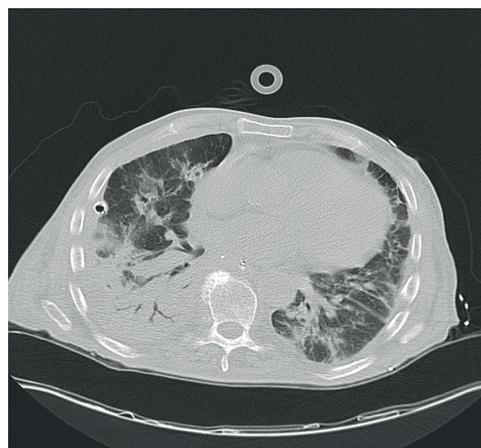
initiale computertomographische Thoraxaufnahme des Patienten mit Pleuraempyem
